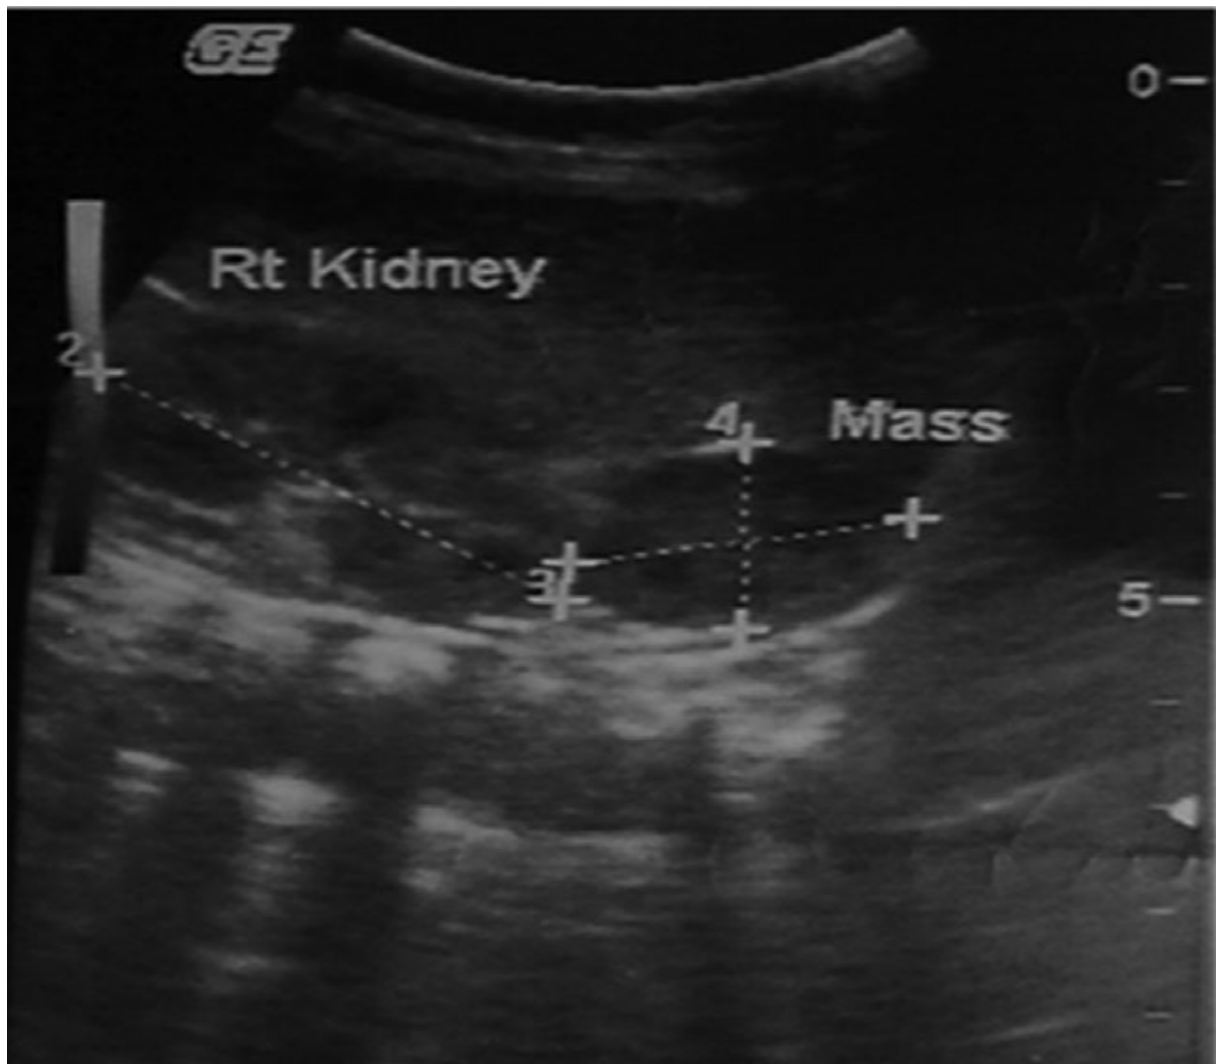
échographie faite chez un enfant montrant une masse corticosurrénalienne droite
